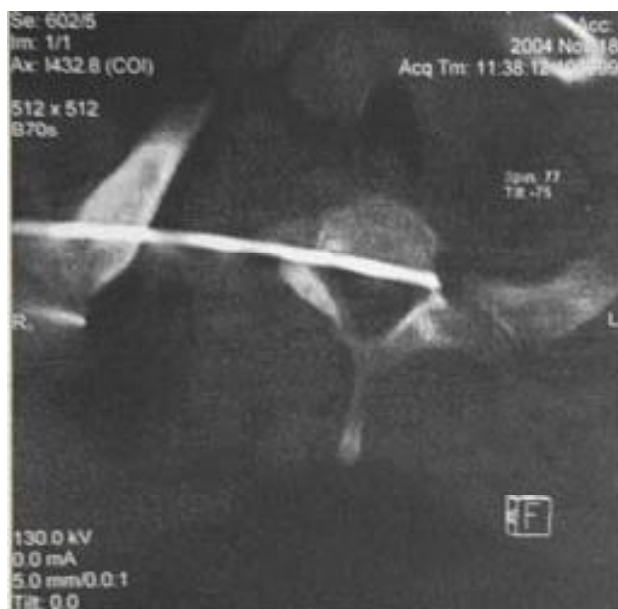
Компьютерная томограмма шейно-грудного отдела позвоночника. Стрелкой указана металлическая спица в позвоночном канале на уровне $C_7 - Th_1$.
